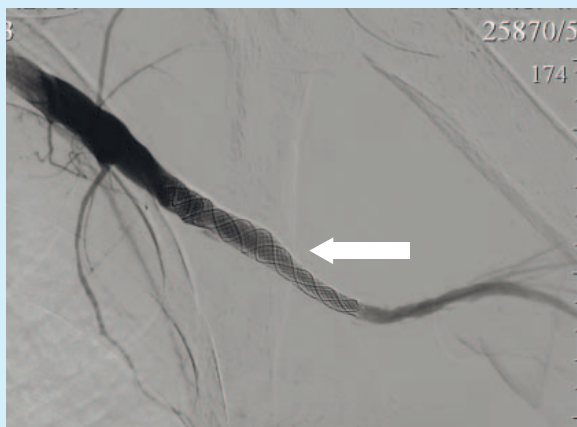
Тот же пациент. Рентгеноконтрастная ангиограмма. Имплантирован стент-графт (стрелка). Целостность артерии восстановлена, выхода контраста за пределы сосуда не отмечается
